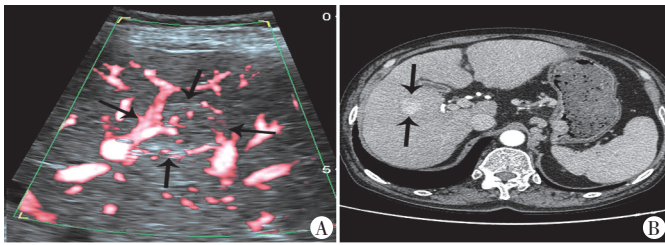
SMI显示病灶内血流分级为3级(箭头示);B:增强CT显示动脉期病灶明显增强(箭头示)
